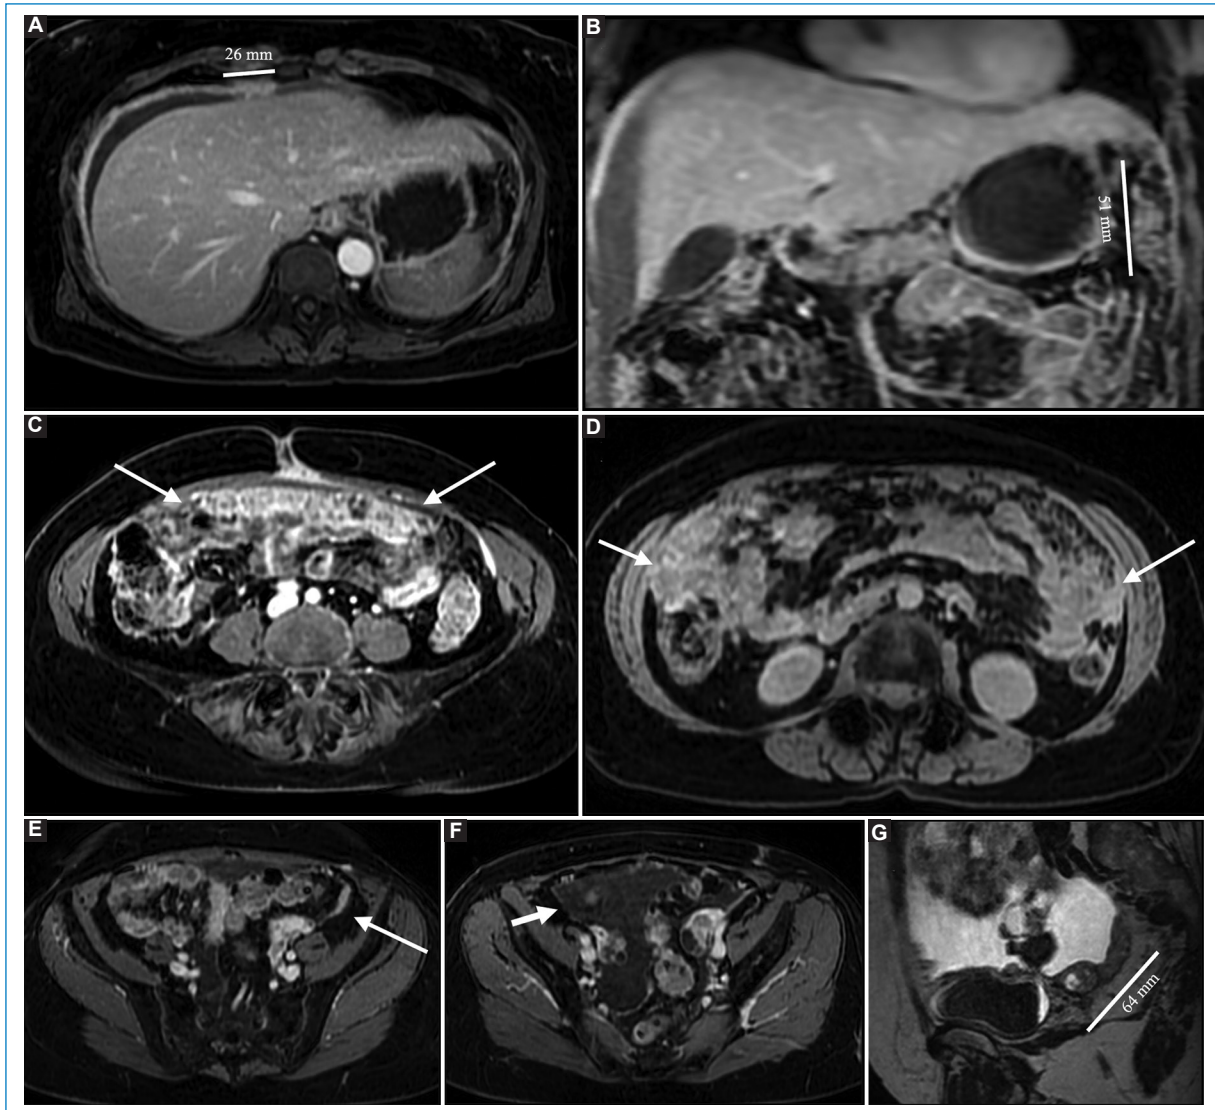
Mujer de 59 años con carcinoma seroso de ovario de alto grado. Se ejemplifica el informe por regiones. La RM de abdomen y pelvis con protocolo de peritoneo evidencia extenso compromiso peritoneal con engrosamiento subfrénico bilateral, destacando un implante dominante en el hipocondrio derecho (región 1) de 26 mm (A) y otro de 51 mm en el hipocondrio izquierdo (región 3) (B). En el epigastrio (región 2) se identifican nodulillos < 5 mm (no mostrados). En la región central 0 se observan implantes confluentes con engrosamiento y endurecimiento omental (C). Ambos flancos (regiones 4 y 8) presentan implantes confluentes (D). En la fosa iliaca izquierda (región 5) se identifica una placa peritoneal de 42 mm (E). En la fosa iliaca derecha (región 7) se visualizan nodulillos < 5 mm (F). En la pelvis (región 6) destaca un implante dominante de 64 mm (G). No se identifican implantes medibles en las regiones del intestino delgado (regiones 9 a 12).
